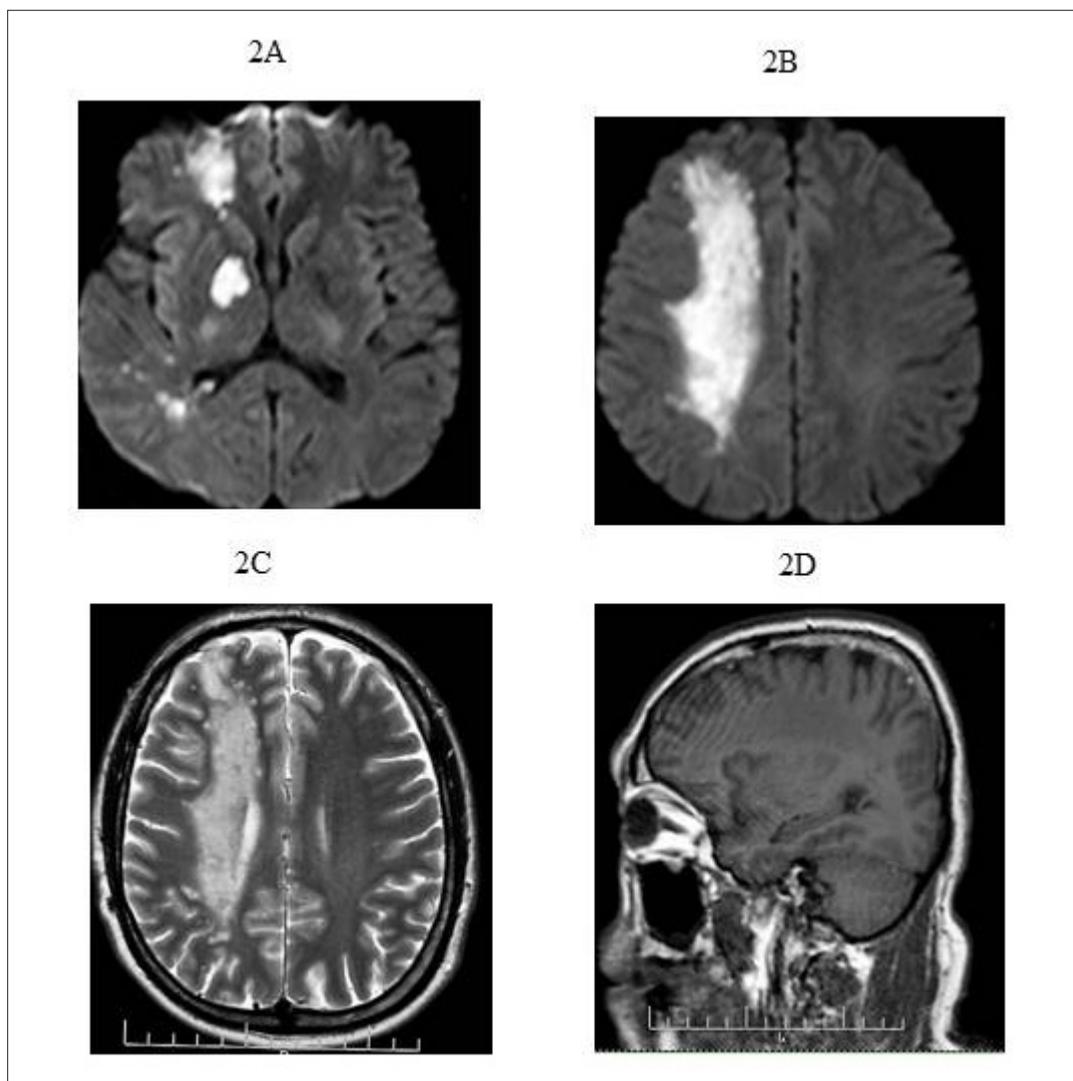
Resonancia magnética nuclear de caso 1 antes del inicio de TOHB. Secuencias FLAIR corte axial de cerebro se observa edema a nivel de sustancia blanca a distintas secuencias de cortes (inferior y más alto) (2A y 2B) . En corte axial en T2 (2C) se observa edema y se evidencia en corte sagital (2D) que compromete la zona frontal y parietal derecha del parénquima cerebral.
